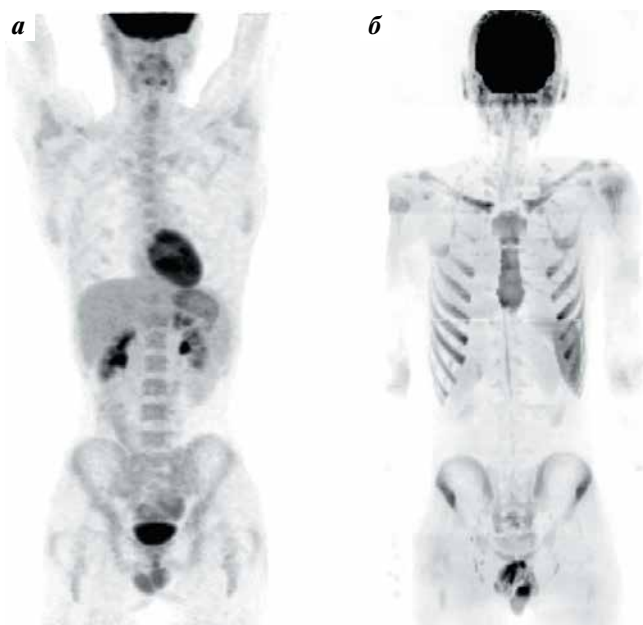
Данные повторного обследования пациента: а – результаты позитронно-эмиссионной томографии, совмещенной с компьютерной томографией, всего тела (3D-реконструкция). Регресс метаболически активных лимфатических узлов. Полный ответ на лечение; б – результаты диффузионно-взвешенной магнитно-резонансной томографии всего тела (3D-реконструкция). Отсутствие патологически измененных лимфатических узлов. Сохраняется повышенный физиологический магнитно-резонансный сигнал от селезенки и вещества кости
